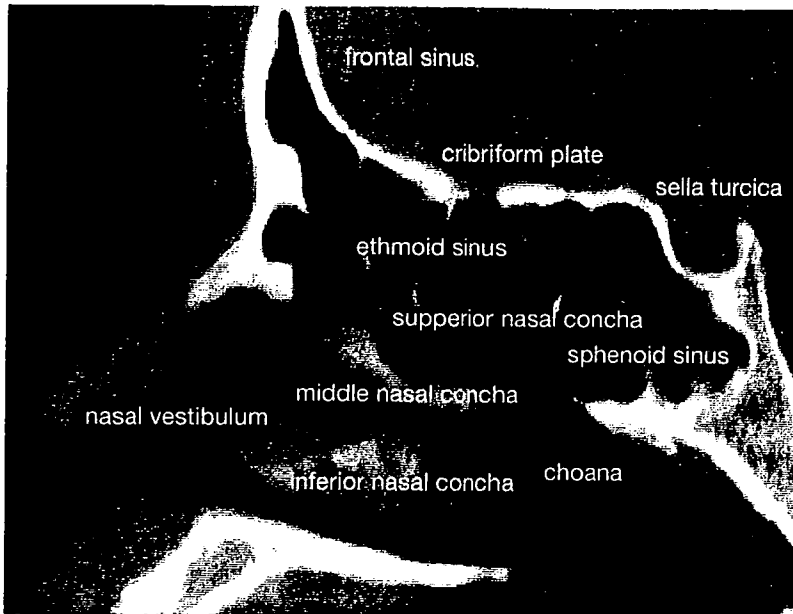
3D-CT scan of the lateral nasal cavity. Sellar type.
